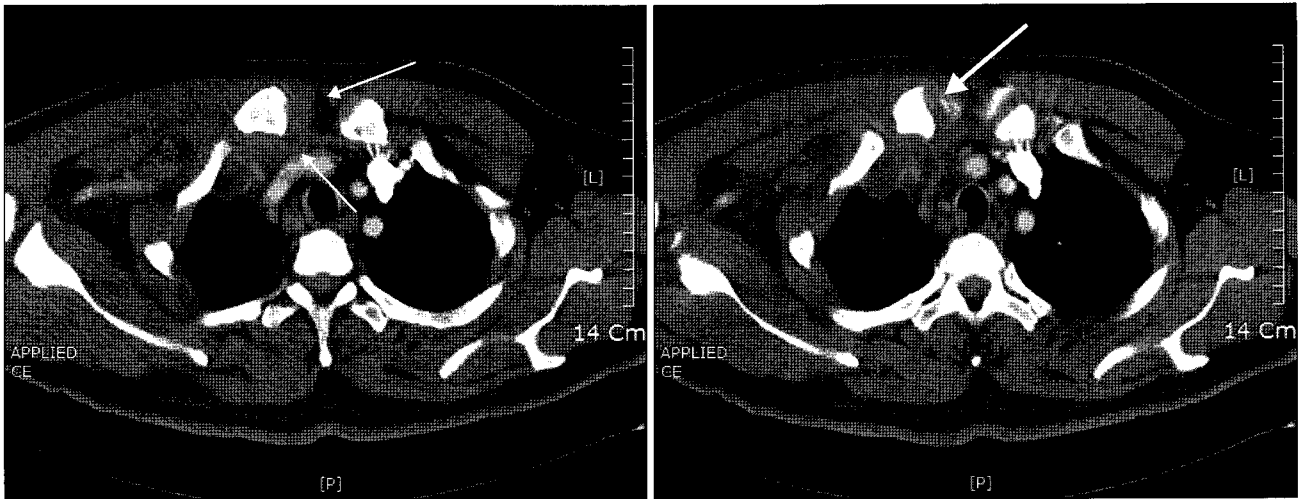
Preoperative chest CT. Computed tomographic image (bone windows) of a patient with right sternoclavicular joint infection. The study demonstrates involvement of the joint space (thick arrow) as well as surrounding soft tissue involvement (thin arrow).
